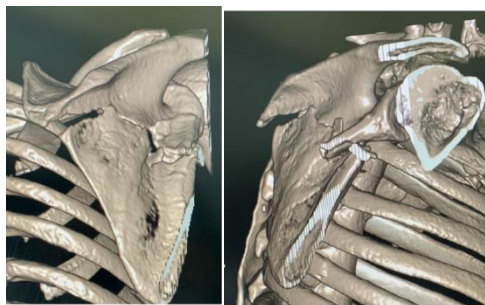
3D reconstruction of CT scan of a complex body fracture of the scapula
